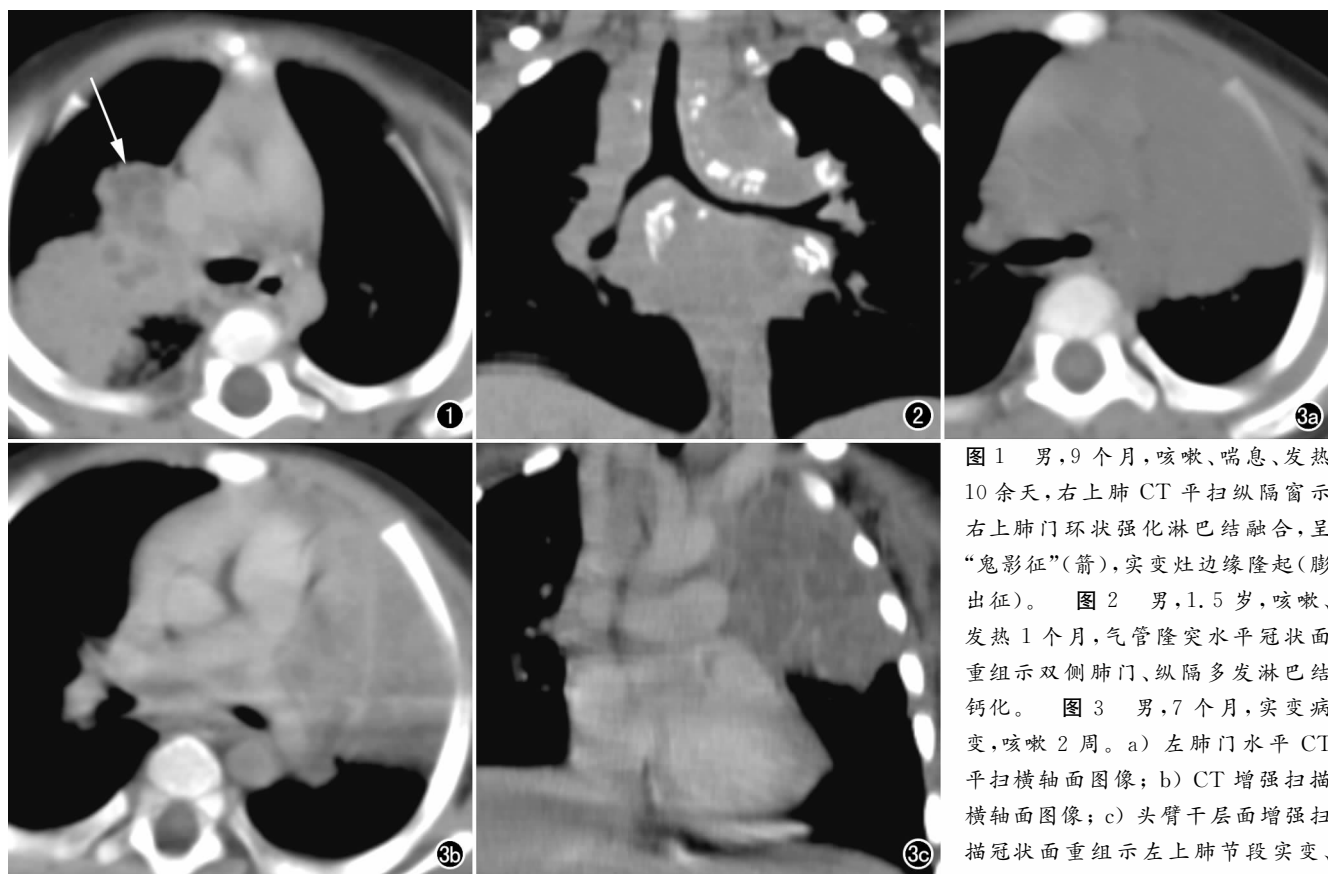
男, 9 个月, 咳嗽、喘息、发热 10 余天, 右上肺 CT 平扫纵隔窗示右上肺门环状强化淋巴结融合, 呈“鬼影征”(箭), 实变灶边缘隆起(膨出征)。图 2 男, 1.5 岁, 咳嗽、发热 1 个月, 气管隆突水平冠状面重组示双侧肺门、纵隔多发淋巴结钙化。图 3 男, 7 个月, 实变病变, 咳嗽 2 周。a) 左肺门水平 CT 平扫横轴面图像; b) CT 增强扫描横轴面图像; c) 头臂干层面增强扫描冠状面重组示左上肺节段实变、网格状强化, 呈“鬼影征”。
